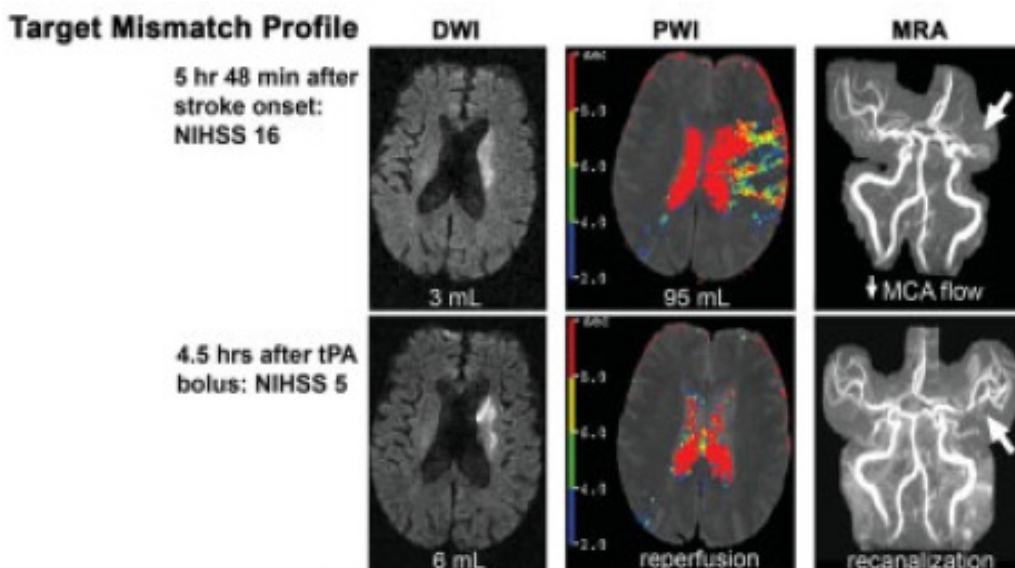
MRT-Sequenzen von Patient mit Mismatch: Baseline und Folgeuntersuchung (32)
